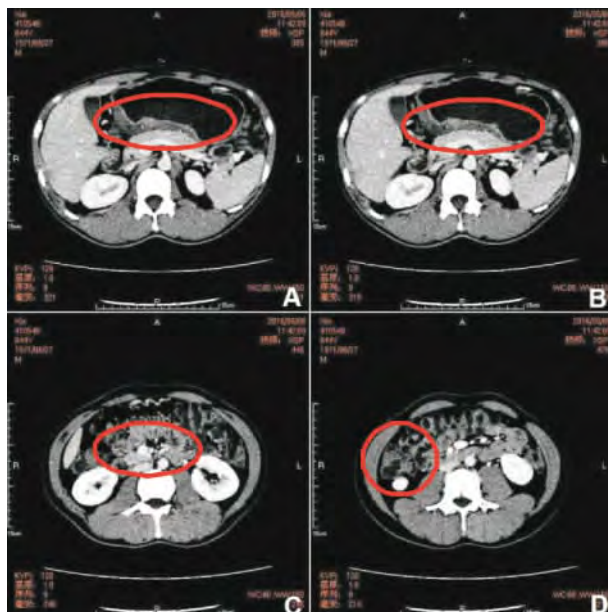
新辅助化疗治疗后复查腹盆部CT结果:A:胃部病灶较前缩小;B、C:胃周及腹膜后淋巴结变化情况;D:升结肠病变消退
